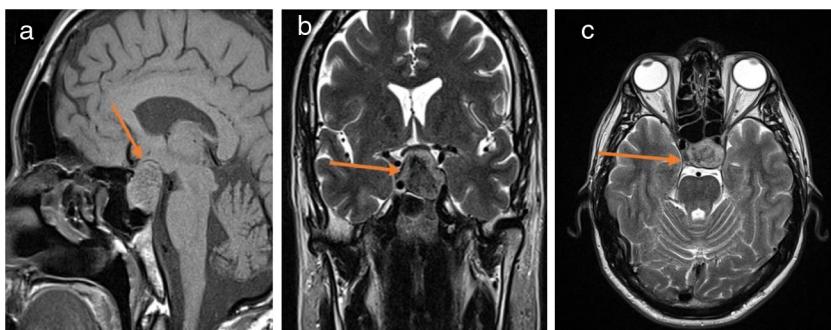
(a-c) RM hipofisária com e sem contraste. (a) Massa selar sagital T1 com obscurecimento da haste hipofisária. (b e c) T2 coronal e axial-T2 heterogêneo perifericamente isointenso centralmente, massa escura com realce diminuído na sela turca estendendo-se para a cisterna supraselar com efeito de massa local. Elevação do quiasma óptico e da porção pré-quiasmática à esquerda maior do que no nervo óptico direito. Achados compatíveis com macroadenoma hipofisário com deposição central de hemosiderina sugerindo hemorragia remota.
